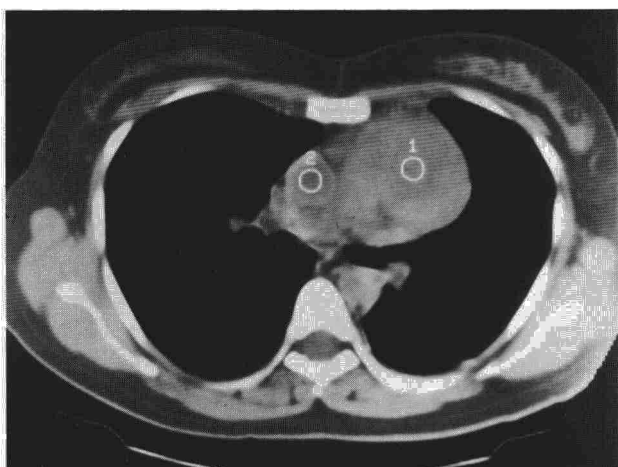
TAC sin contraste intravenoso: masa mediastínica anterior de bordes bien definidos. Conservación de planos grasos.
